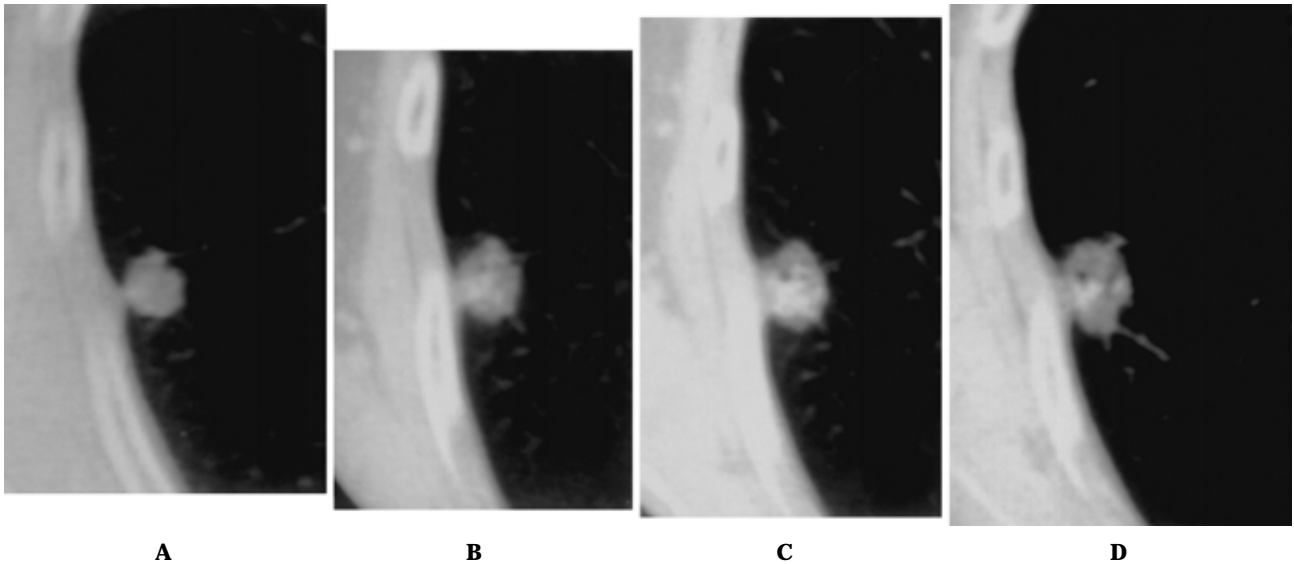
A. Chest CT shows a small nodule (12 × 8 mm) in S²b. B. One year later, it had enlarged and showed an air bronchogram, vacuolization and pleural thickening. There was a cloudy zone at its margin. C. Two years later, it showed the same size with a branching vessel. The pleural thickening was enlarged and air bronchogram was more clear. D. Four years later, another air bronchogram in the nodule was seen. The branching vessels were observed more clearly. (WW1500, WL-500)
